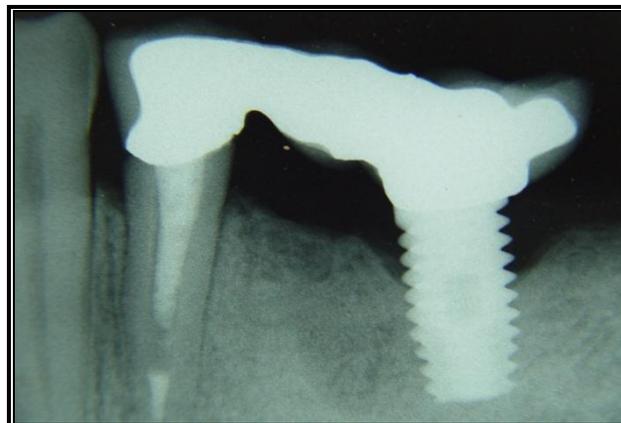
Radiografia periapical da prótese.
